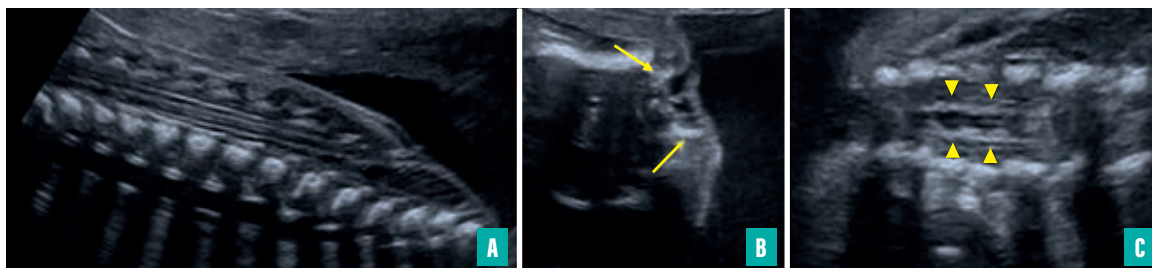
Aspect échographique d'un myéloschisis à 24 semaines d'aménorrhée.
